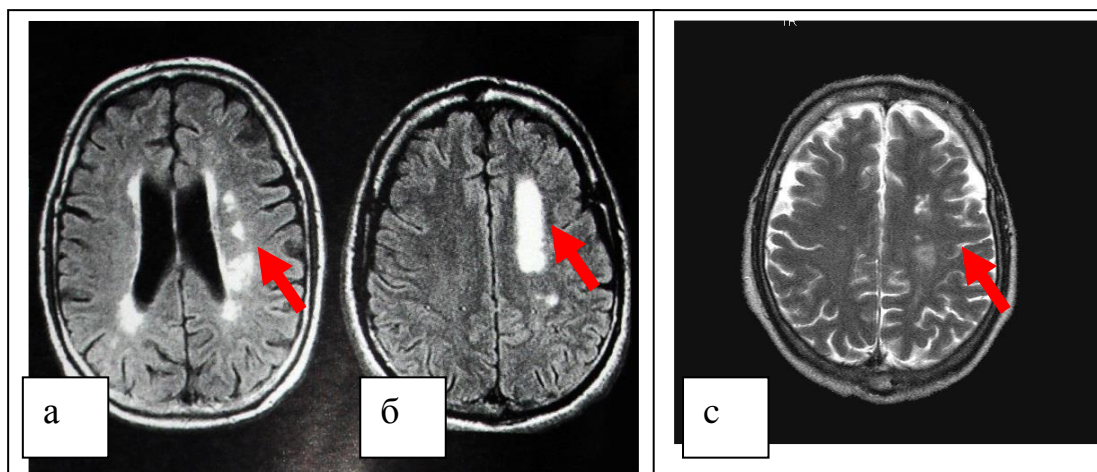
Варианты внутренних инфарктов в зоне смежного кровоснабжения. МРТ, FLAIR-режим, аксиальная проекция: а, с – розовидные внутренние инфаркты в зоне смежного кровоснабжения; б – сливной характер внутренних инфарктов в зоне смежного кровоснабжения сигарообразного вида (левое полушарие).
